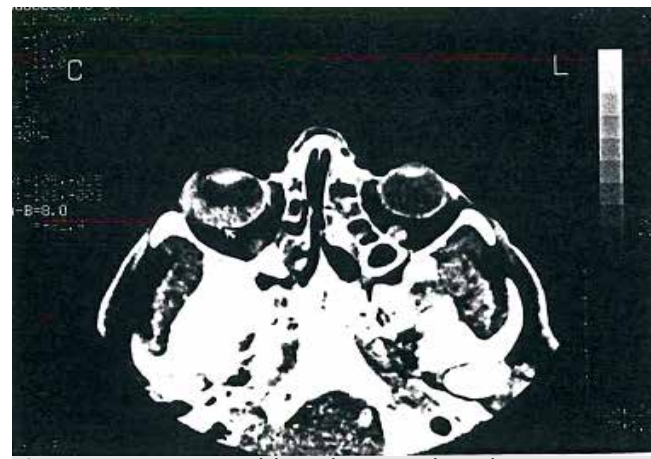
61 year old male. Uveal melanoma. Axial contrast enhanced CT image showing homogeneously enhancing crescentic mass on the right.
